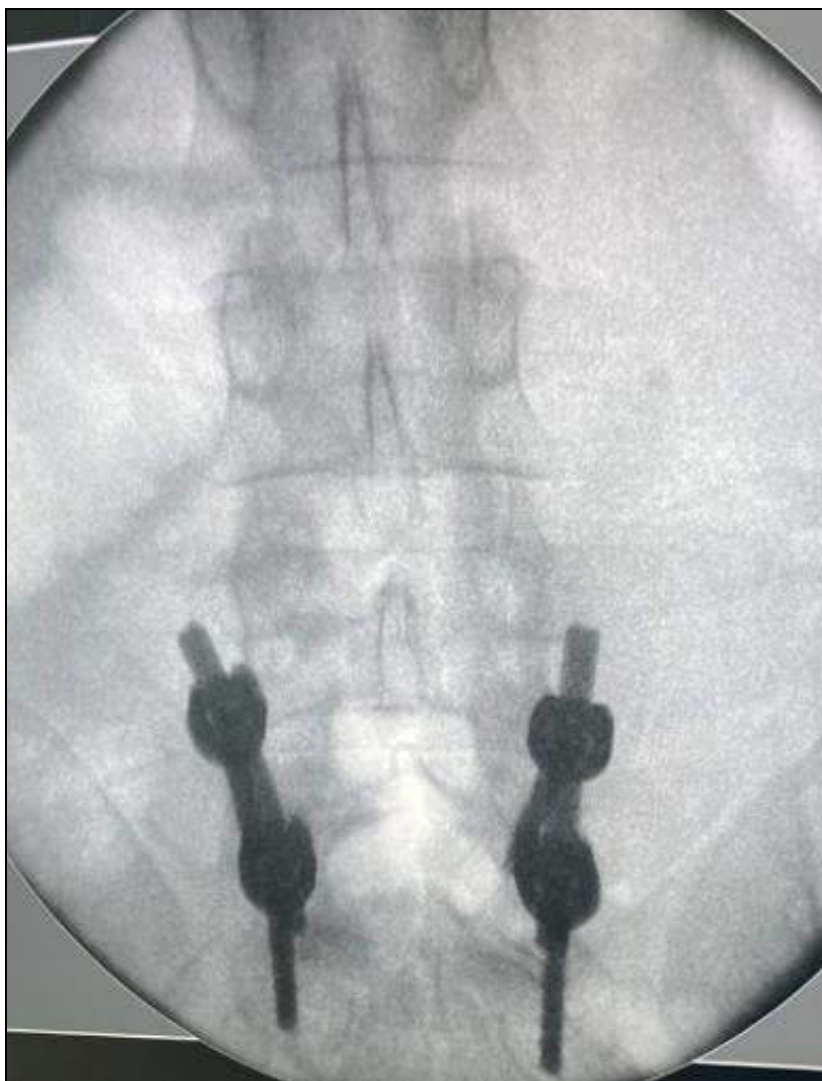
Фотовідбиток рентгенограм поперекового відділу хребта.
